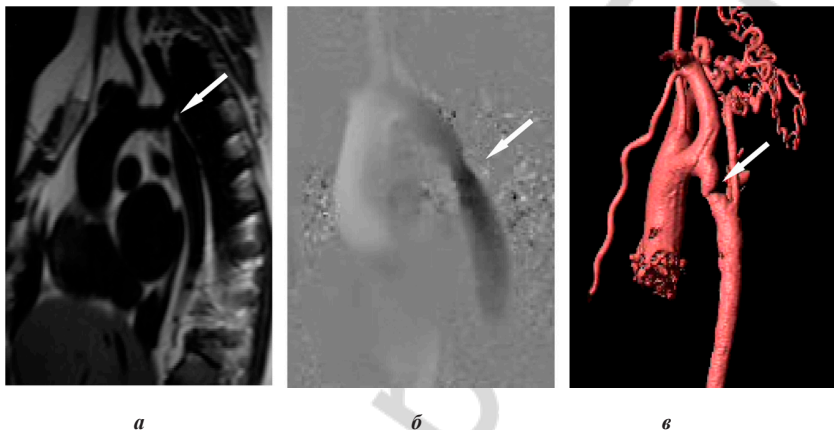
МРТ изображение коарктации аорты у трех пациентов:
